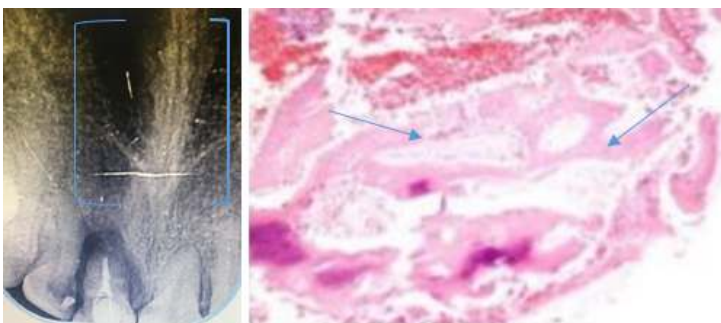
Radiografía diente 11. (Der) Aspecto histopatológico (HE10x), margen bien definida, homogénea infiltrado inflamatorio consistente con un quiste periapical
